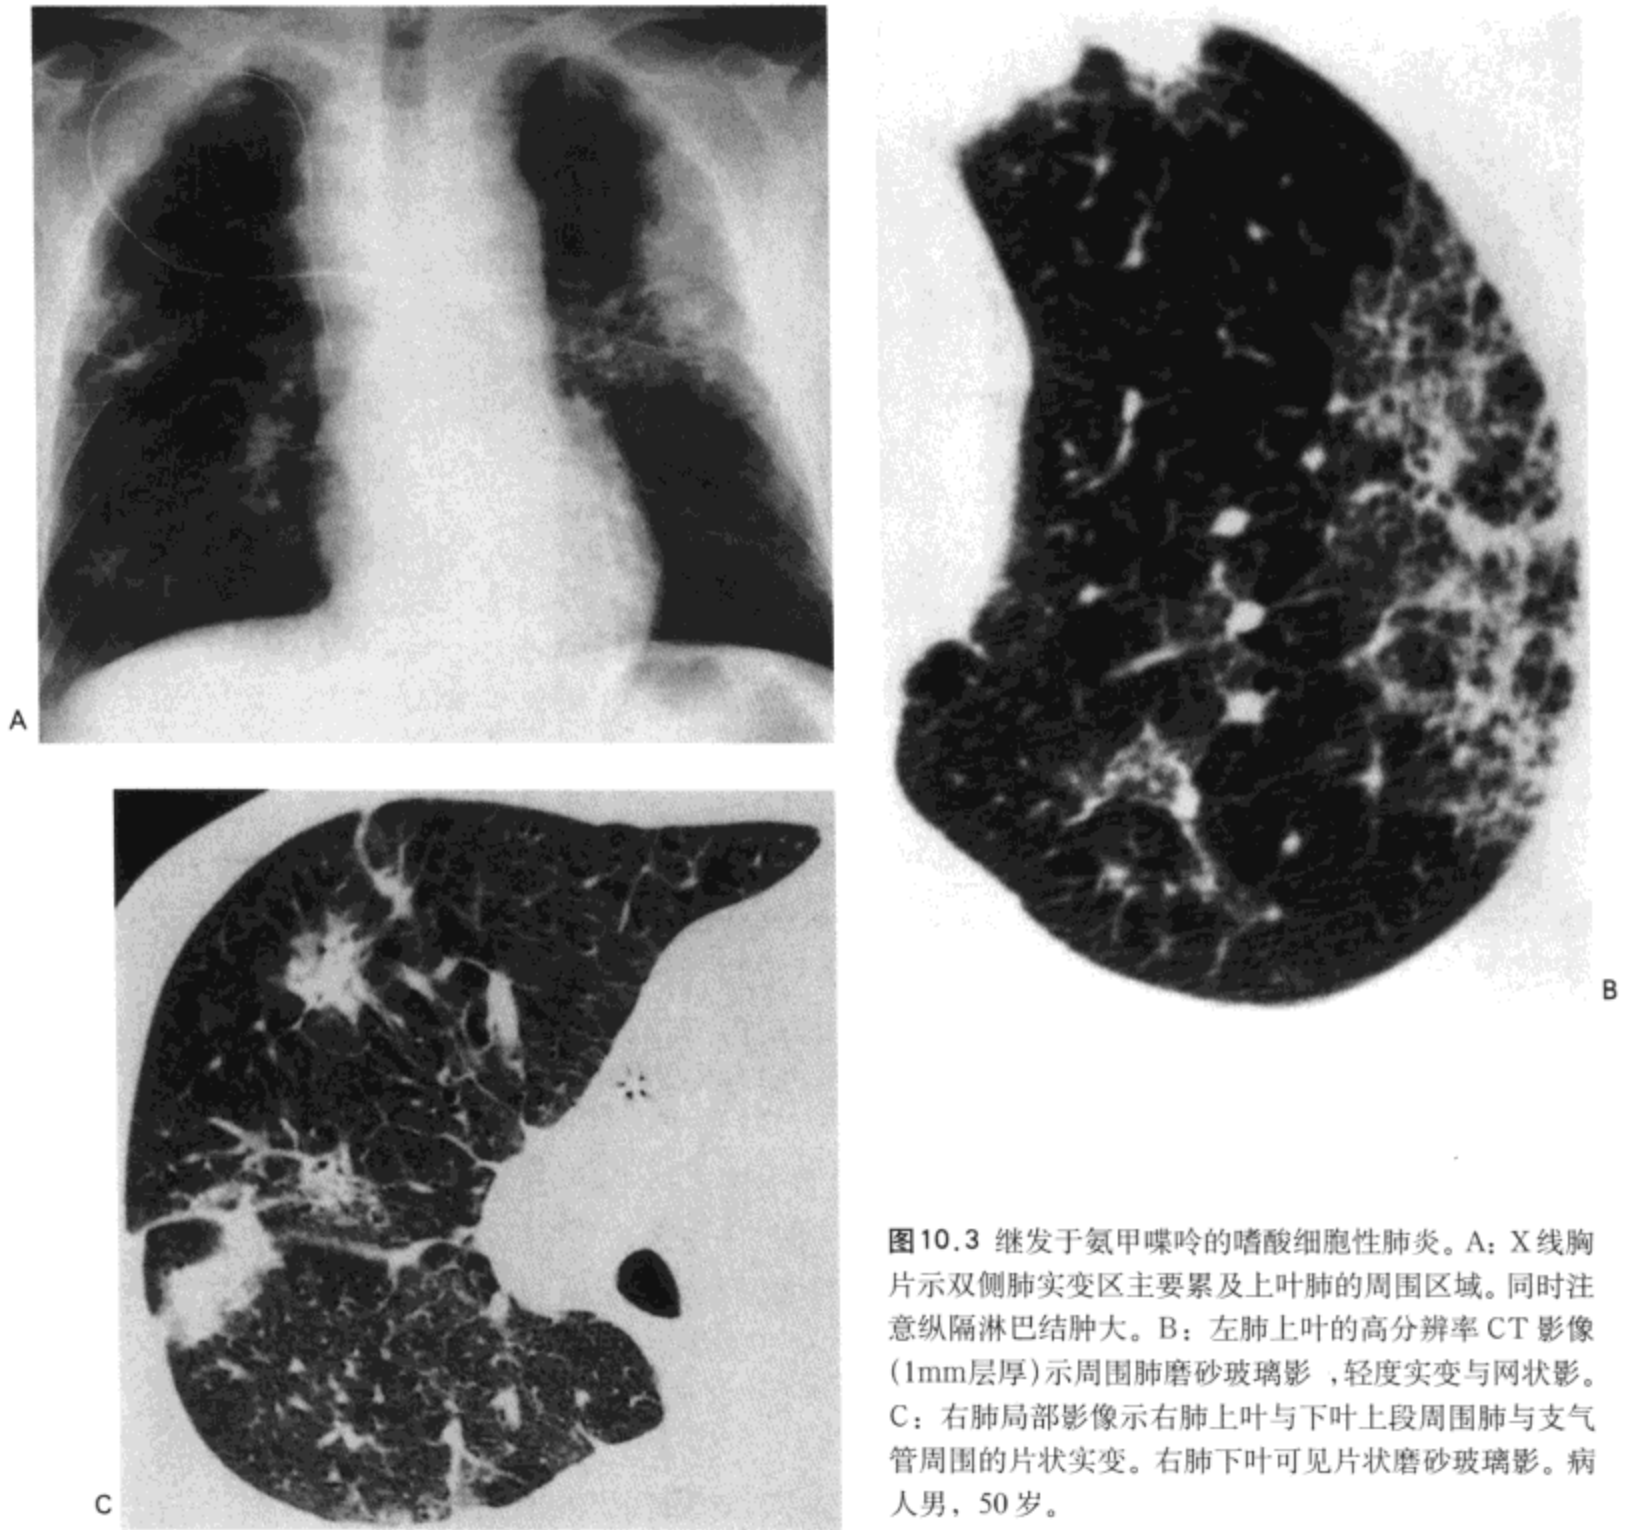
继发于氨甲喋呤的嗜酸性肺炎。A: X线胸片示双侧肺实变区主要累及上叶肺的周围区域。同时注意纵隔淋巴结肿大。B: 左肺上叶的高分辨率CT影像(1mm层厚)示周围肺磨砂玻璃影,轻度实变与网状影。C: 右肺局部影像示右肺上叶与下叶上段周围肺与支气管周围的片状实变。右肺下叶可见片状磨砂玻璃影。病人男,50岁。
